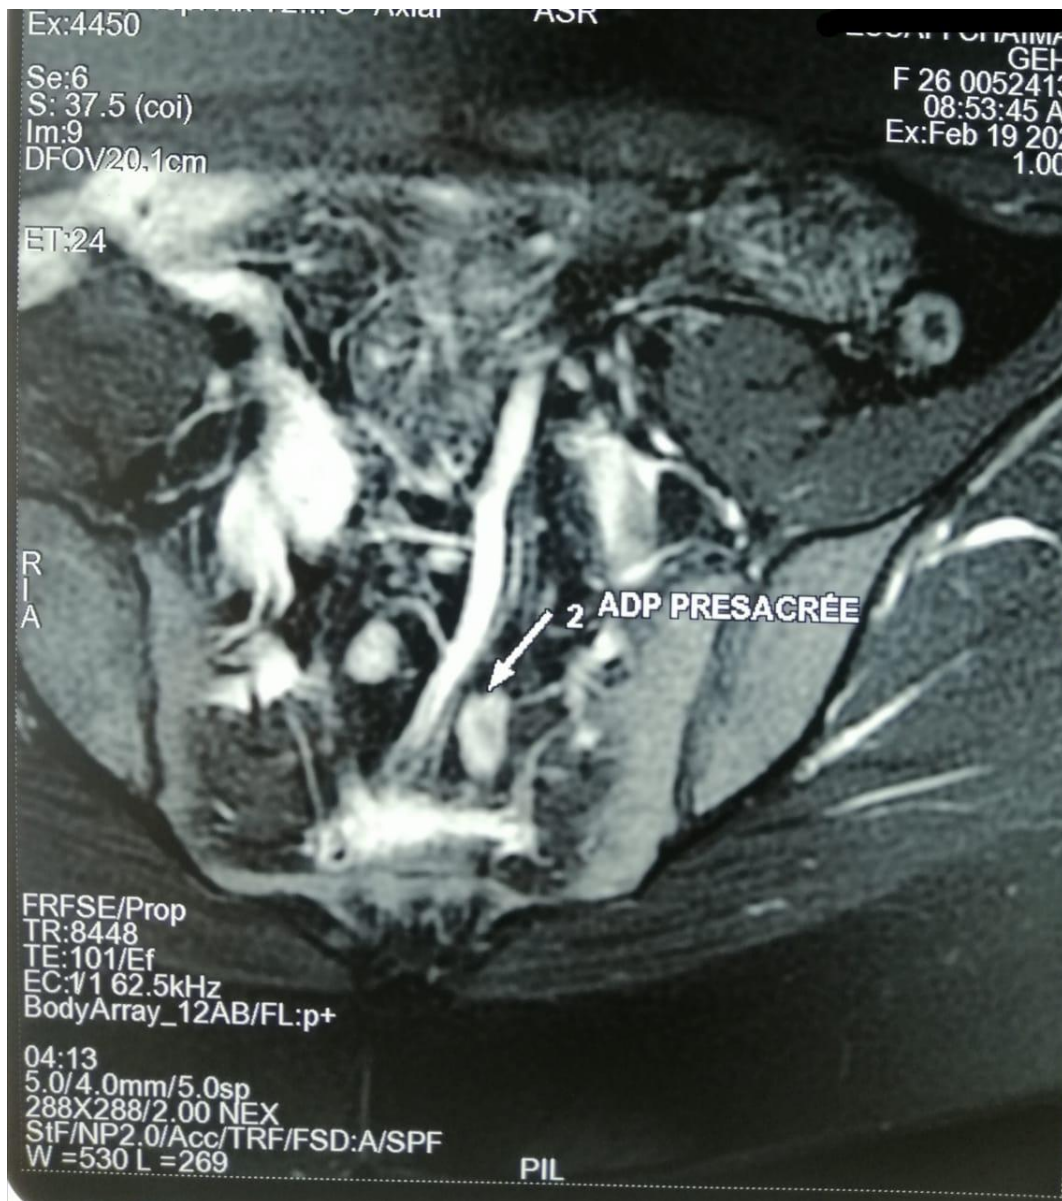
Image IRM montrant une ADP présacrée chez la même patiente.
